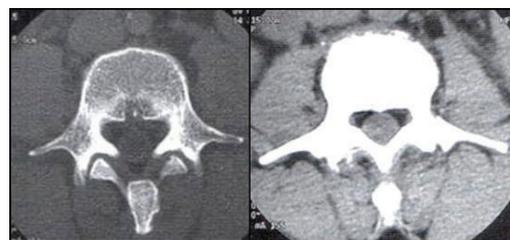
TC de coluna lombar, cortes axiais com janela óssea e partes moles (NÓBREGA, 2007).
